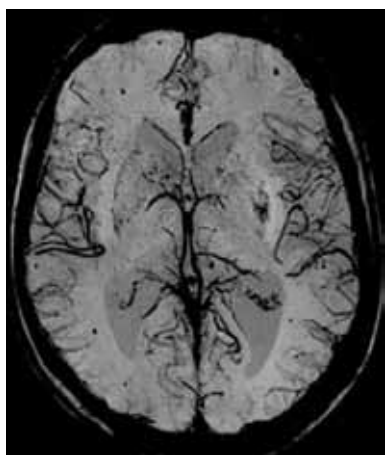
МРТ. Микродепозиты железа в веществе головного мозга
